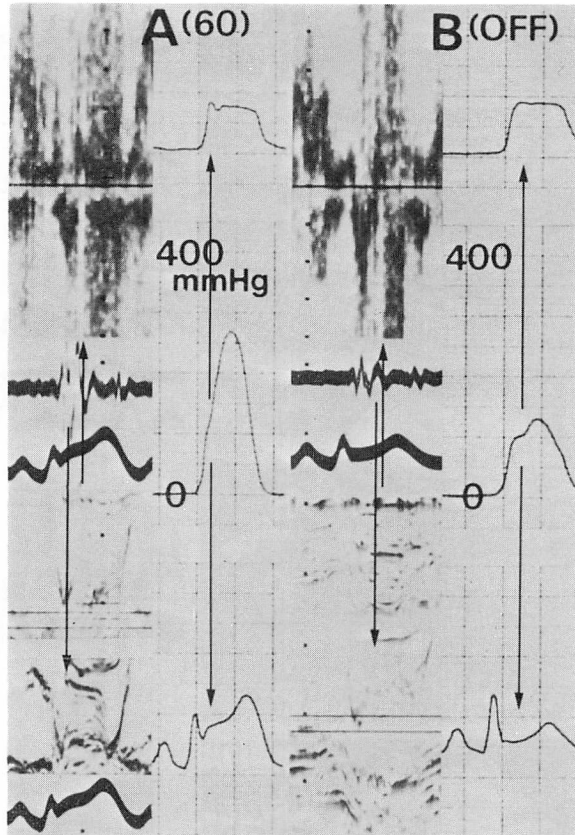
Pulsed Doppler and M-mode echocardiograms and left ventricular pressure tracings during dobutamine infusion of 60 $\mu\text{g}/\text{kg}/\text{min}$ (A) and about 20 min after cessation of the infusion (B).
